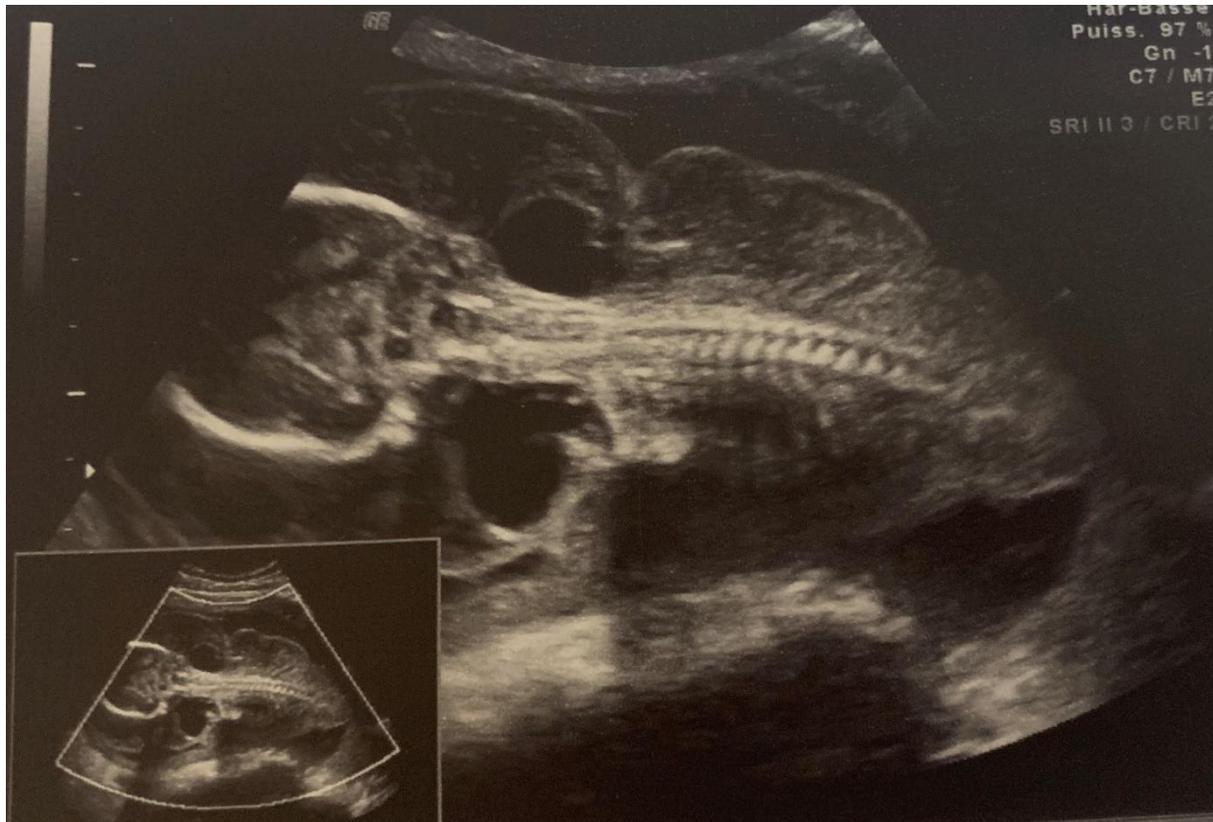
Image échographique montrant l'hygroma coli chez l'un des deux fœtus
